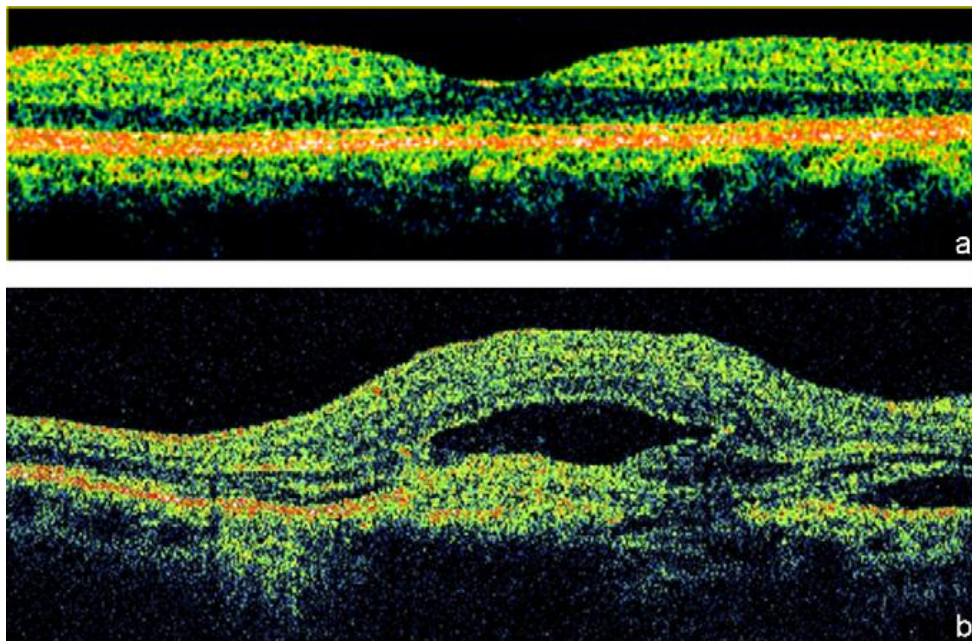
Scan A de tomografia coerência óptica, normal e patológico. a: OCT normal, com depressão foveal marcada, arquitetura retiniana respeitada, com ausência de infiltração de líquidos sub ou intraretinianos b: OCT patológico, com infiltração de líquido intra e subretiniano, com ausência de depressão foveal e presença de lesões hiperreflectivas em frente ao plano do EPR, correspondente a uma membrana neovascular. Fonte: La Revue de Médecine Interne, 29, 215-223, 2008.
